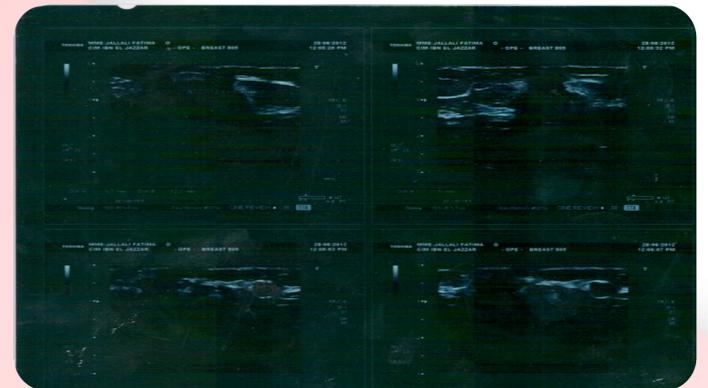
Cliché d'échographie mammaire
